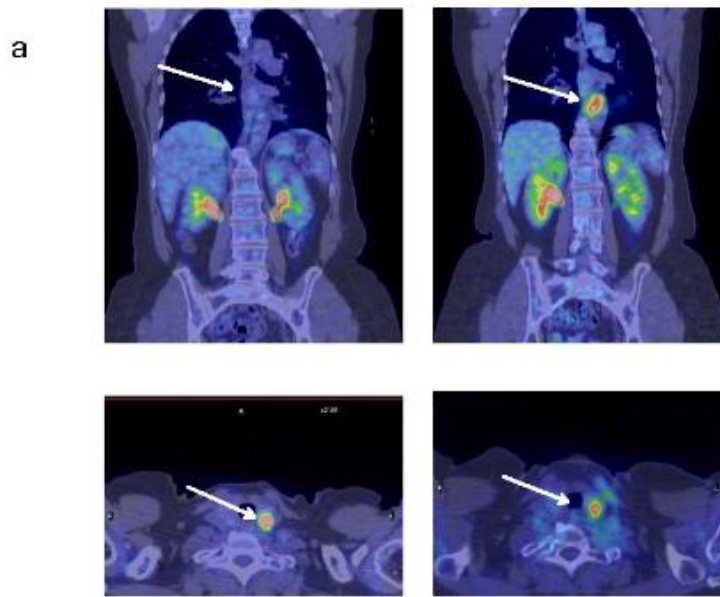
Efecto clínico del Immunepotent CRP en el estudio de imagen (PET-CT). a) En el grupo de control se observó una falta de respuesta de las lesiones en tiroides después de la quimioterapia sin Immunepotent CRP. b) Respuesta parcial en las lesiones retroperitoneales después del tratamiento de quimioterapia usando al Immunepotent CRP como adyuvante.
